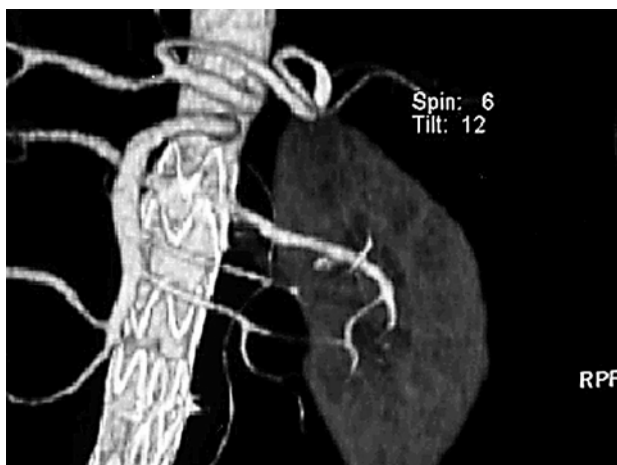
Angiotomografia do caso 3, mostrando estenose na origem da artéria renal esquerda.
